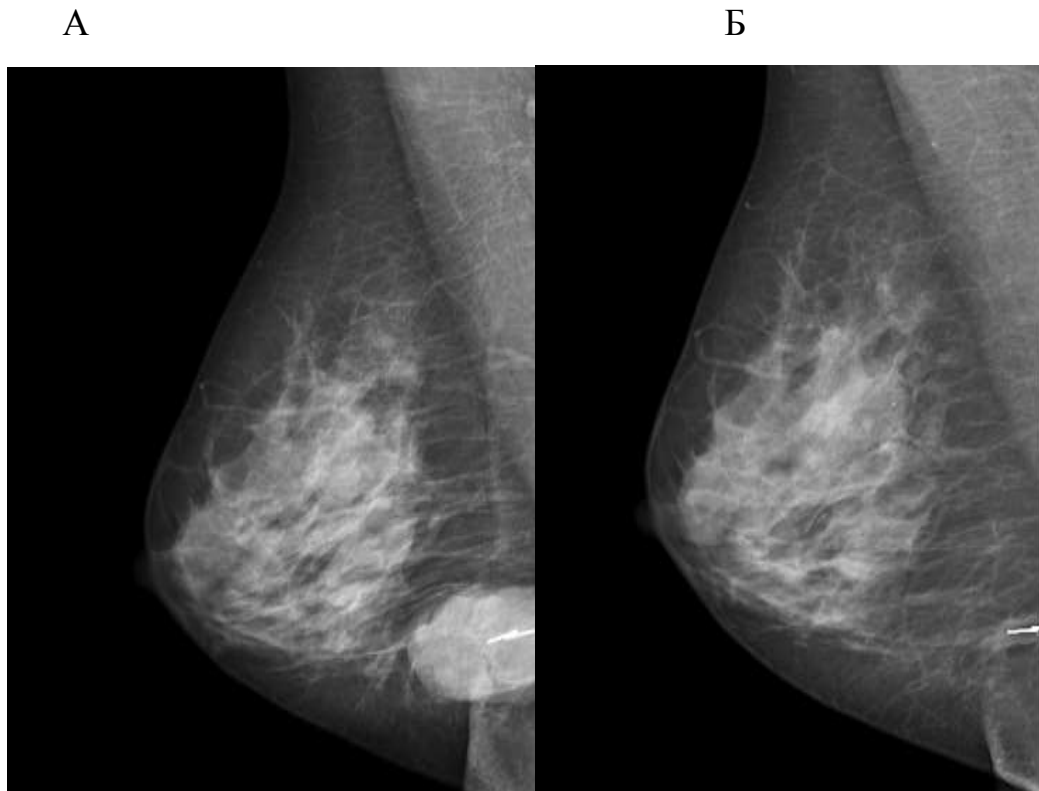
А – перед началом ХТ в опухоль молочной железы установлены две титановых метки; Б – полный рентгенологический ответ, опухоль не определяется, видны только метки
